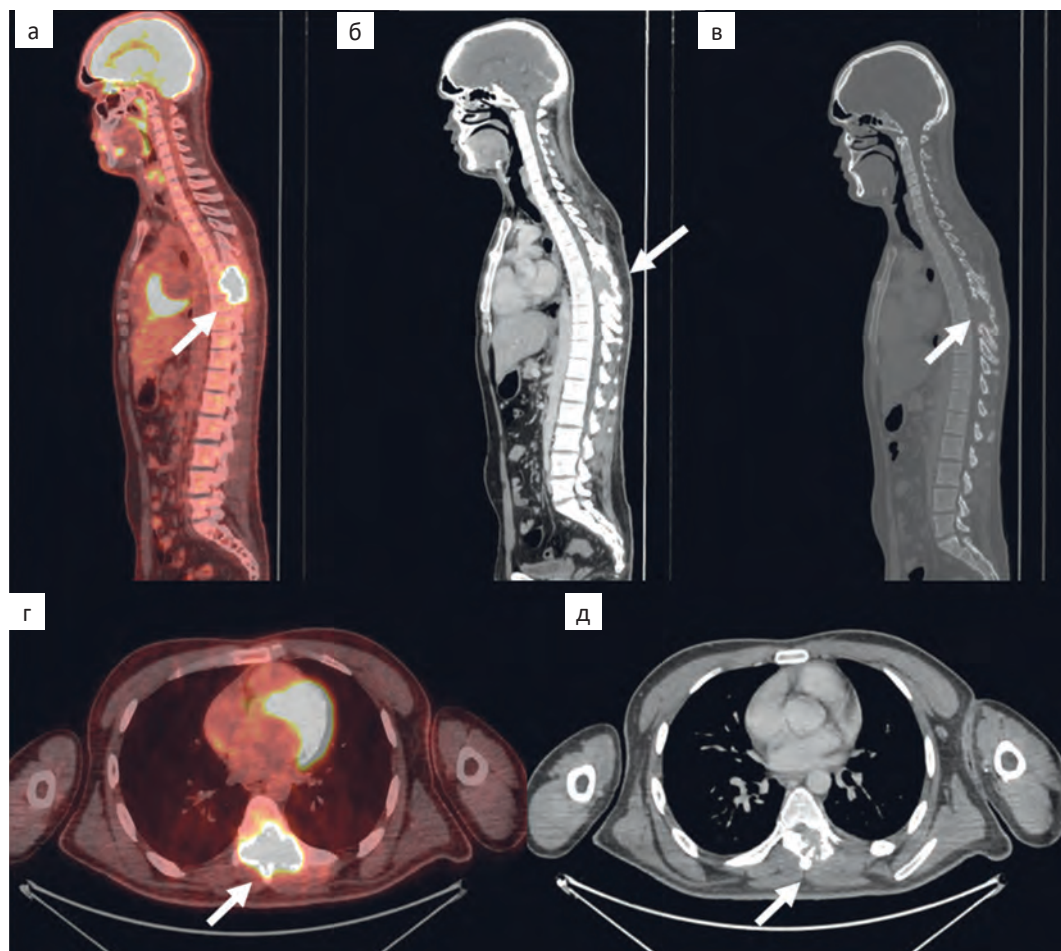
а — срез ПЭТ/КТ-изображения в сагиттальной проекции — определяется очаг повышенного накопления РФЛП в деструкции Th7 позвонка с мягкотканым компонентом до SUV_{max} 16,52; б — по данным КТ в костном окне в сагиттальной проекции определяется очаг литической деструкции Th7 позвонка размерами 51×27 мм; в — по данным КТ в мягкотканном окне в сагиттальной проекции определяется очаг литической деструкции Th7 позвонка; г — срез ПЭТ/КТ-изображения в аксиальной проекции — очаг повышенного накопления РФЛП в Th7 позвонке; д — на аксиальном КТ-срезе в мягкотканном окне — очаг литической деструкции Th7 позвонка
